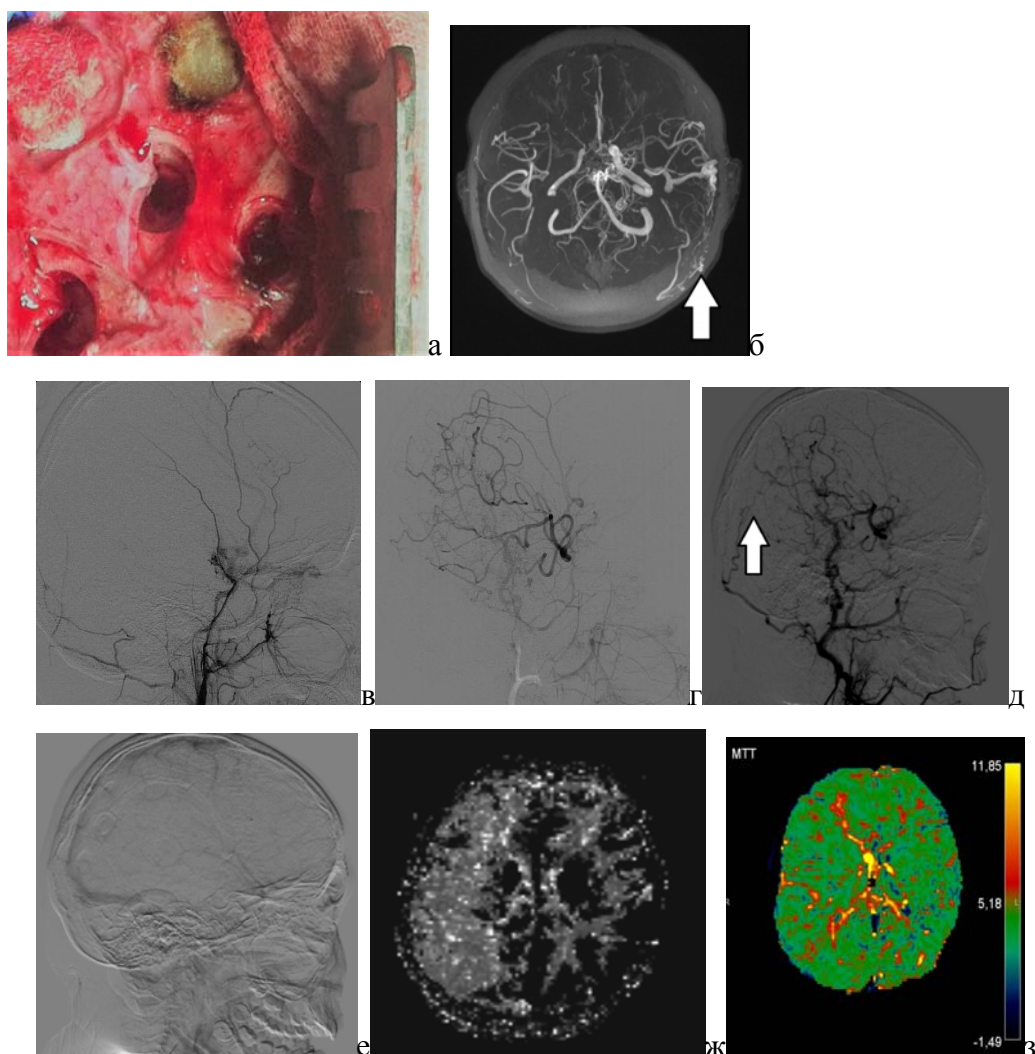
Больной И., ИБ № 11780/1486 – 2015. Диагноз: болезнь моя-моя. а) Интраоперационная картина. б) МР ангиография, галеопиальные анастомозы указаны стрелкой (в проекции височной доли – ЭАС). в) ангиограмма ПВА перед операцией, г) ангиограмма после ЭАС, д) после формирования галеопиальных синангиозов через фрезевые отверстия, е) без субтракции для визуализации проекции фрезевых отверстий. ж) МР перфузионные карты среднего времени прохождения контраста после ЭАС и перед галеопиальными синангиозами: асимметрия на чёрно-белой схеме вызвана пролонгацией значений параметра в левых теменной и затылочной долях. з) После операции нормализация значений показателя обусловила восстановление симметрии
